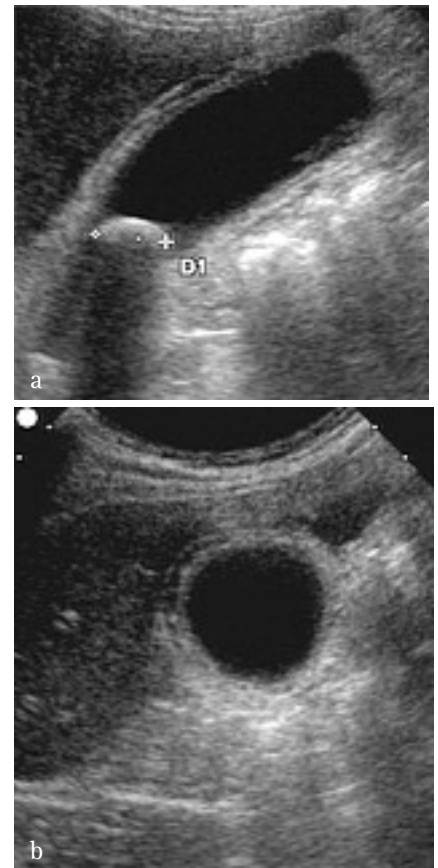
Cholécystite aiguë : aspect échographique. a) la coupe longitudinale montre un calcul impacté à proximité du collet de la vésicule. La coupe axiale b) montre un aspect épaissi et strié de la paroi vésiculaire. Le patient présentait un signe de Murphy échographique
